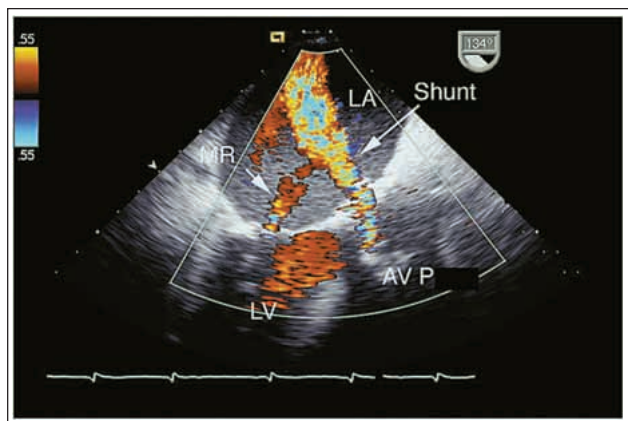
TEE (lange Achse durch die Aortenklappe/Farbdoppler): Während der Systole sind 2 Jets erkennbar; ein Jet entspricht einer leichten bis mittelgradigen Mitralinsuffizienz (MR), der andere dem Shunt zwischen Aorta und linkem Vorhof (LA) (LV = linker Ventrikel).
